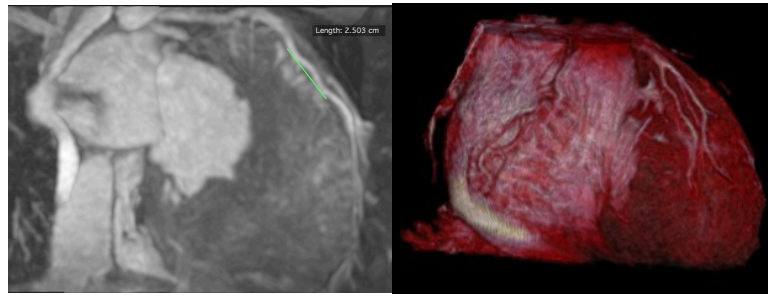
Пример интерпретации интрамиокардиального хода передней межжелудочковой артерии левой коронарной артерии методом МРТ сердца.
